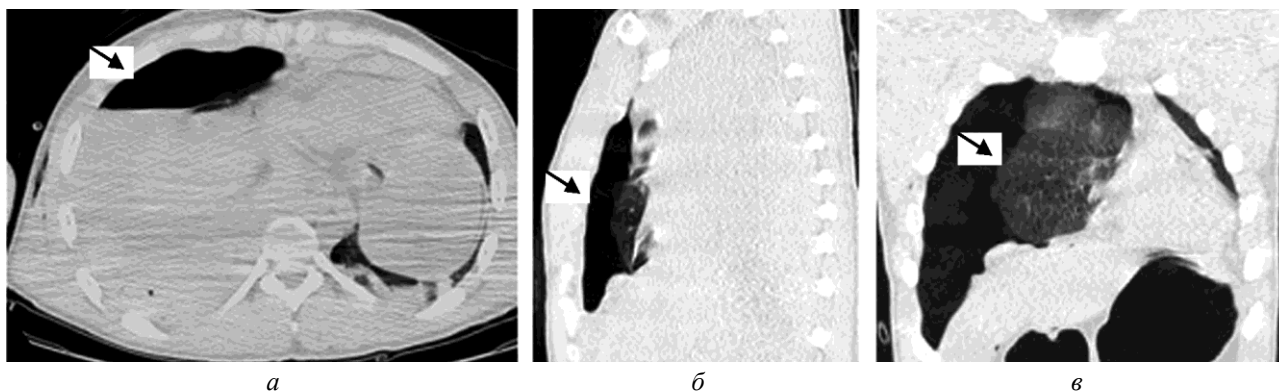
МСКТ. Сочетанная КТТ, перелом ребер справа, гемопневмоторакс справа со смещением средостения в противоположную сторону (а, б). Ушиб левого легкого (в)
